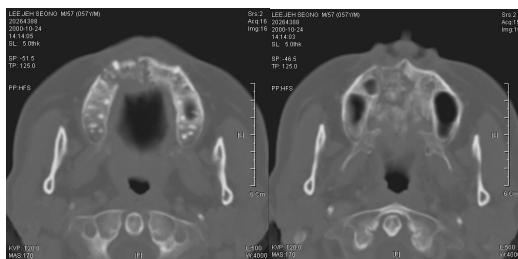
The Computed tomography shows irregular bony destruction with soft tissue density at the hard palate and alveolar process of right maxilla.
